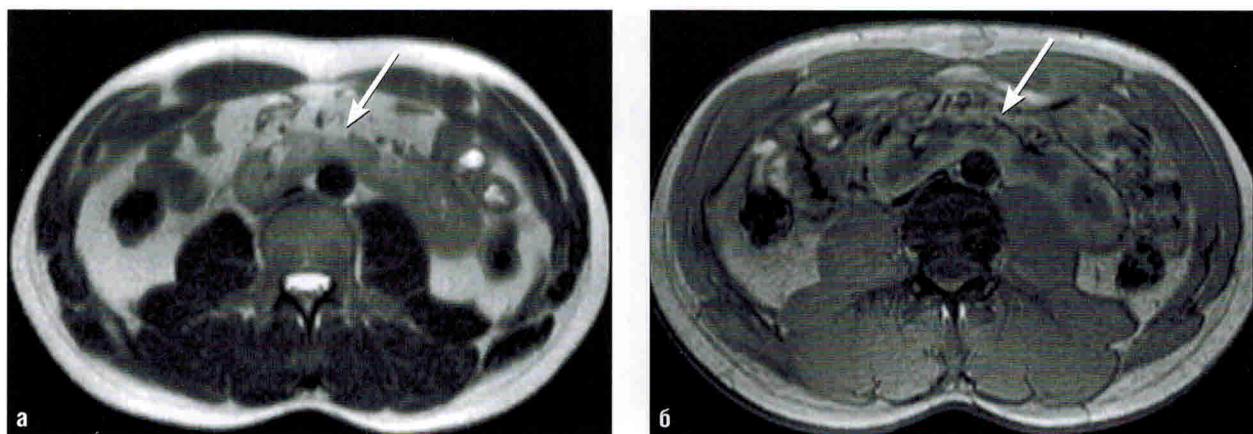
Подковообразная почка, поясничная дистопия. МРТ
